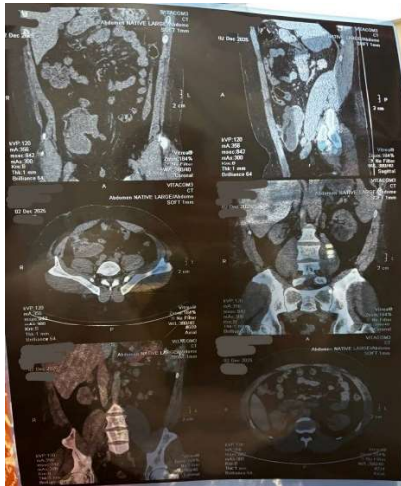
КТ СКТ сечовидільної системи (нирки, сечоводи, сечовий міхур).
